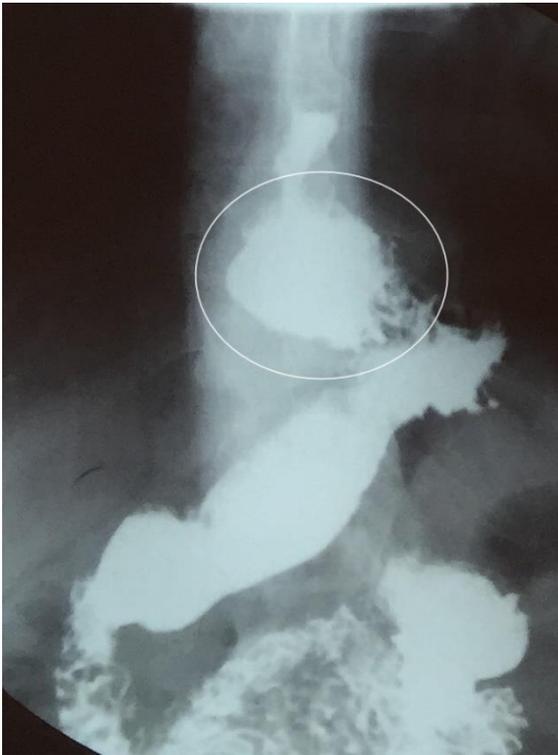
Рентгенограмма с контрастированием кардиофундальной грыжи пищевода.
